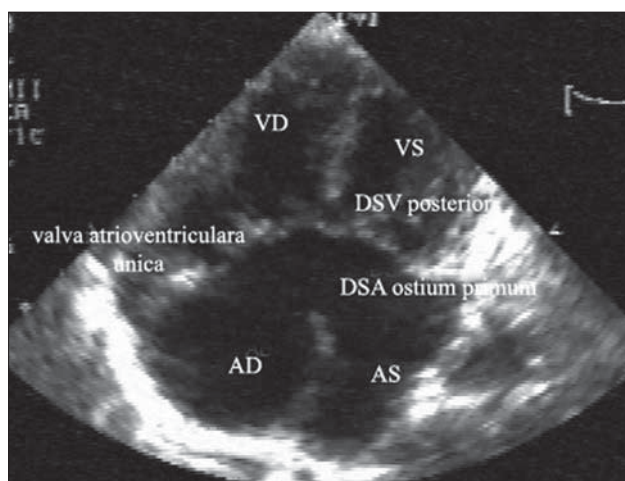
Canal atrioventricular comun complet. Secțiune apical 4 camere.
